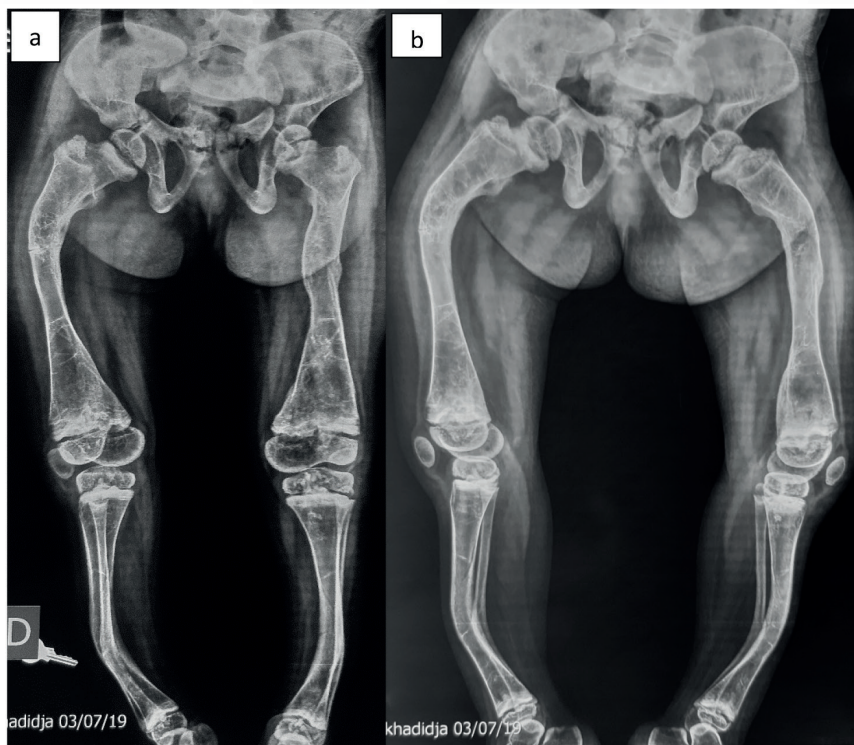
Radiographie illustrant des déformations osseuses aux membres inférieurs [collection personnelle]
